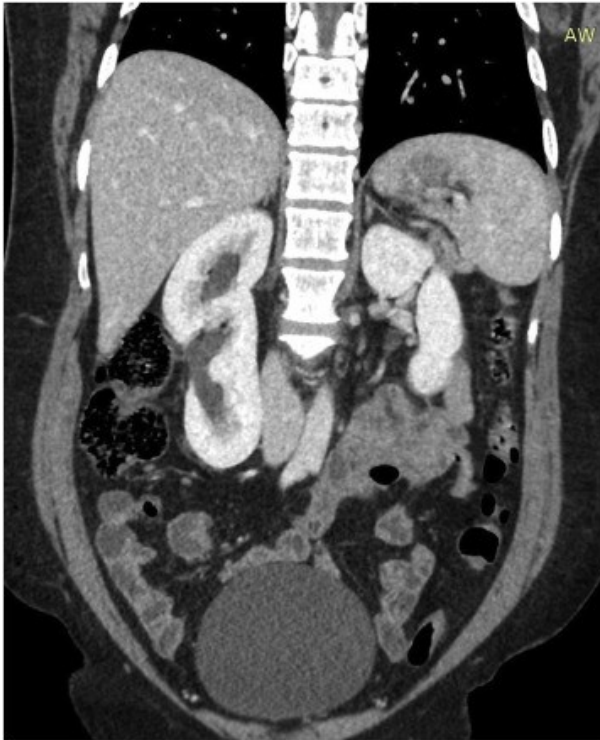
i Slika 15. CT prikaz ageneze desnog bubrega. Koronarni; aksijalni presjek. ( preuzeto s <https://radiopaedia.org/cases/seminal-vesicle-cyst-with-ipsilateral-renal-agenesis-2>; <https://radiopaedia.org/cases/unilateral-renal-agenesis-1>, 15.5.2020.)
